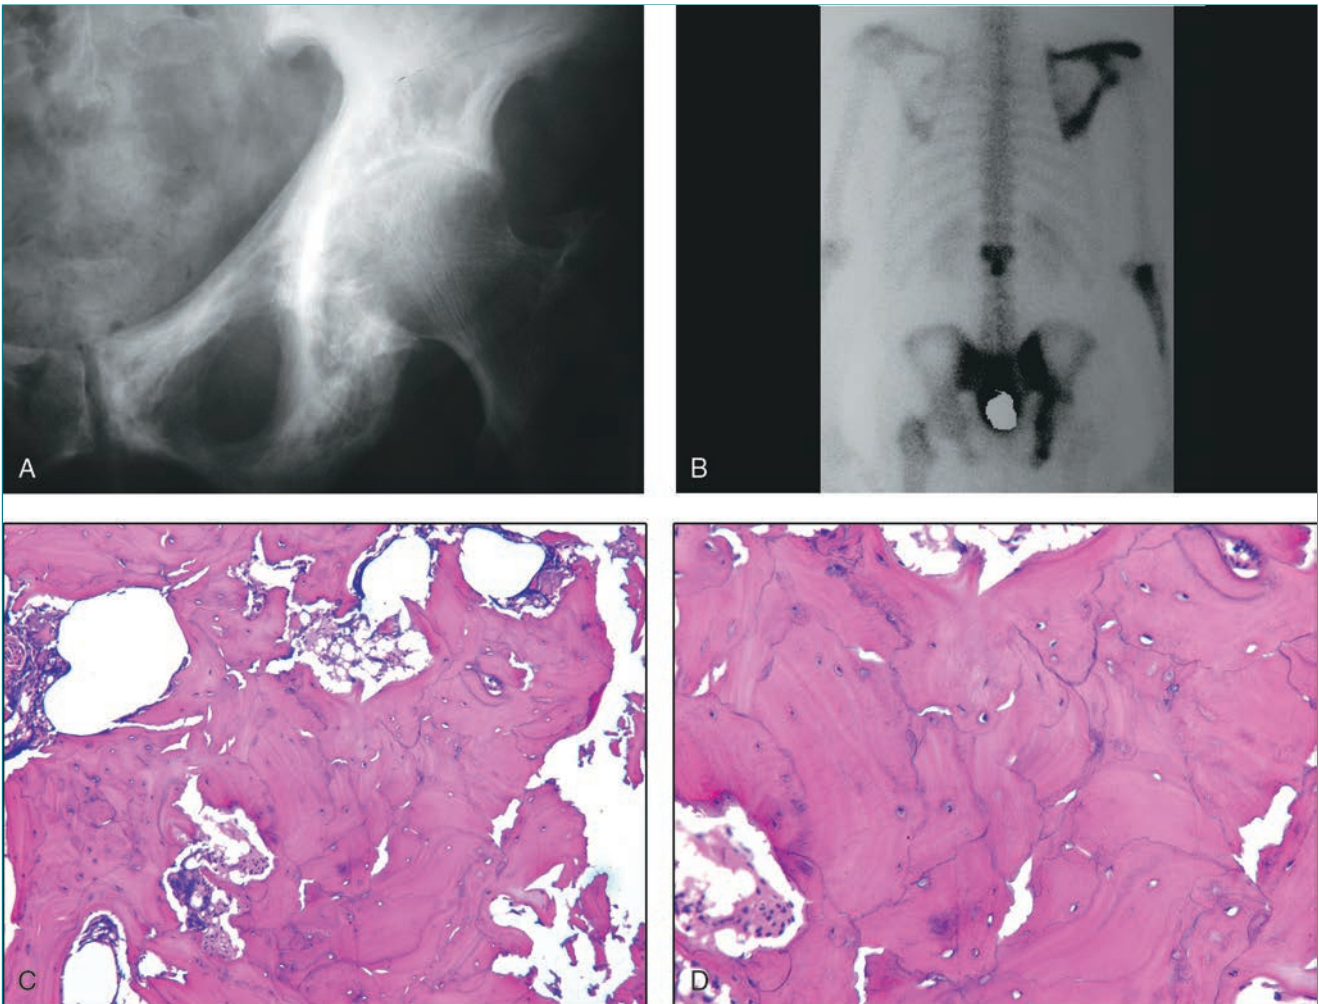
Enfermedad de Paget. A, Radiografía anteroposterior de la pelvis de un paciente con enfermedad de Paget. Obsérvese la gruesa trabeculación del hueso desde el pubis hasta la zona supracetabular y el marcado engrosamiento de la línea iliopectínea. B, Gammagrafía ósea con Tc-99m de un paciente con enfermedad de Paget. Se aprecia intensa acumulación del radiotrazador en el omóplato, cuerpo vertebral lumbar, hueso iliaco derecho y cúbito derecho. C y D, Tinción de hematoxilina-eosina del hueso pagético. Apréciense la desorganización ósea y las múltiples líneas de cementación (que aparecen en forma de líneas curvadas de color azul).
